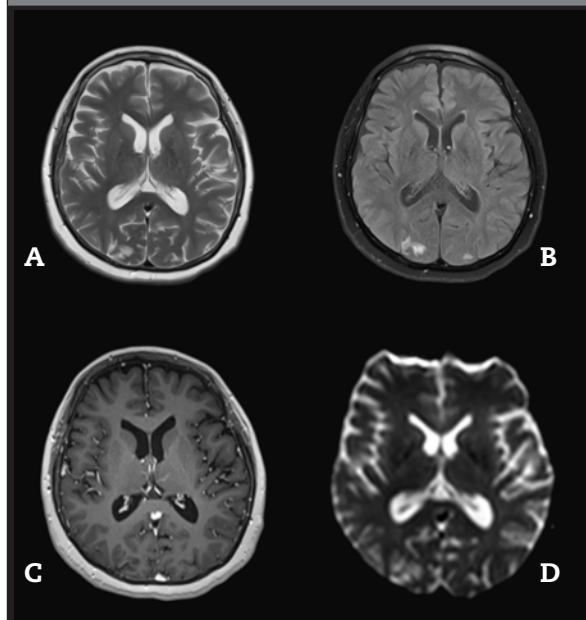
Resonancia magnética nuclear cerebral (A) T2, (B) T2 fluid Dark, (C) T1 con gadolinio, (D) secuencia de difusión 3 meses después de iniciar tratamiento. Se observa pequeña área focal de encefalomalacia en precuña parietal derecha. Foco de gliosis a nivel subcortical en precuña parietal izquierda y cerebelo derecho.
